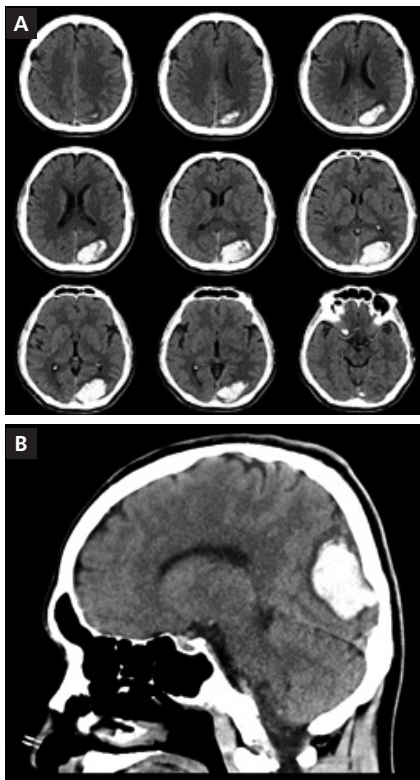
Brain Computed Tomography(CT) showed left occipital-parietal hemorrhage.
